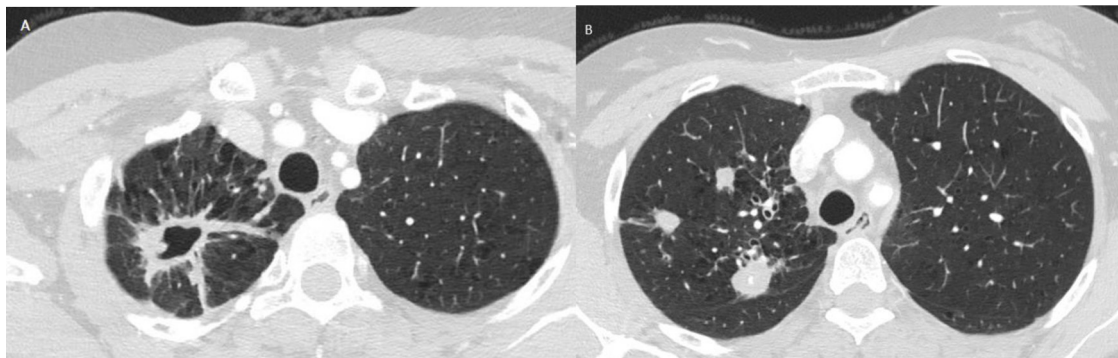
TC de tórax: Hallazgos radiológicos sugerentes de tuberculosis posprimaria con afectación de segmentos apical y posterior de LSD, bronquiectasias por tracción y enfisema centrolobulillar bilateral de predominio en lóbulos superiores. A) Cavitación mayor de 36 mm asociando tractos pleuroparenquimatosos cicatriciales. B) Múltiples opacidades nodulares heterogéneas.
